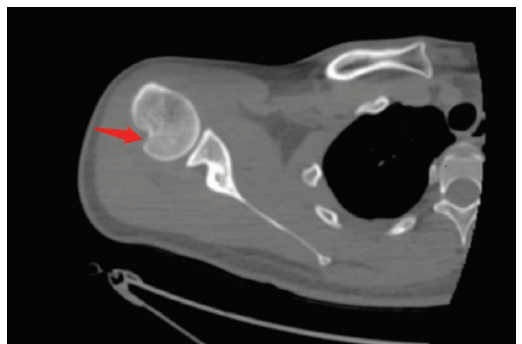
肩关节 CT 可见明显的 Hill-Sachs 骨缺损 (红色箭头)
